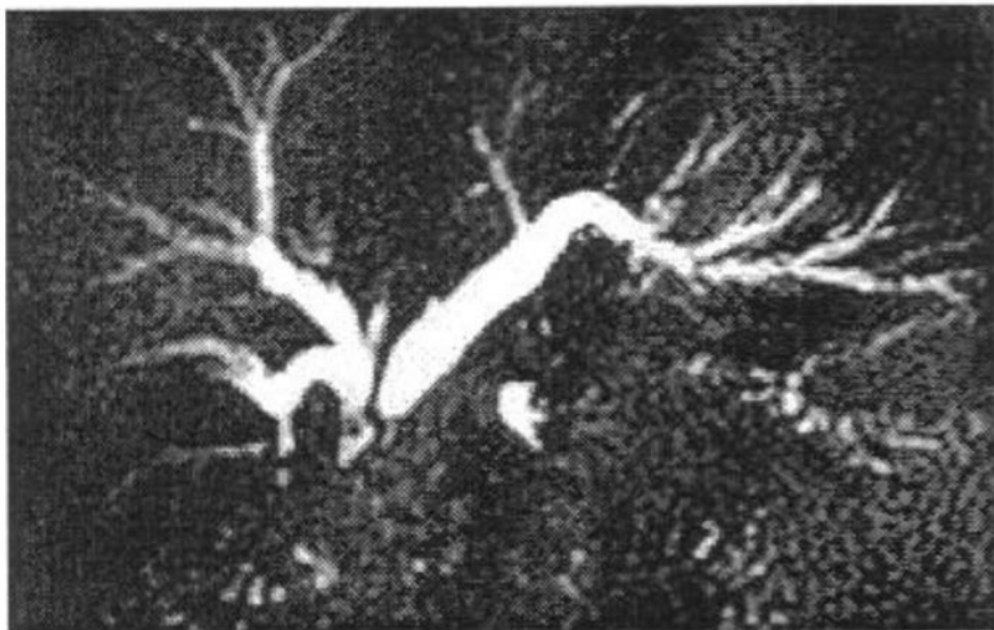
Cholangio-IRM : hémi arbre biliaire droit atrophique, hémi arbre biliaire gauche hypertrophique et dilaté (Sténose de bismuth IV). [25]
